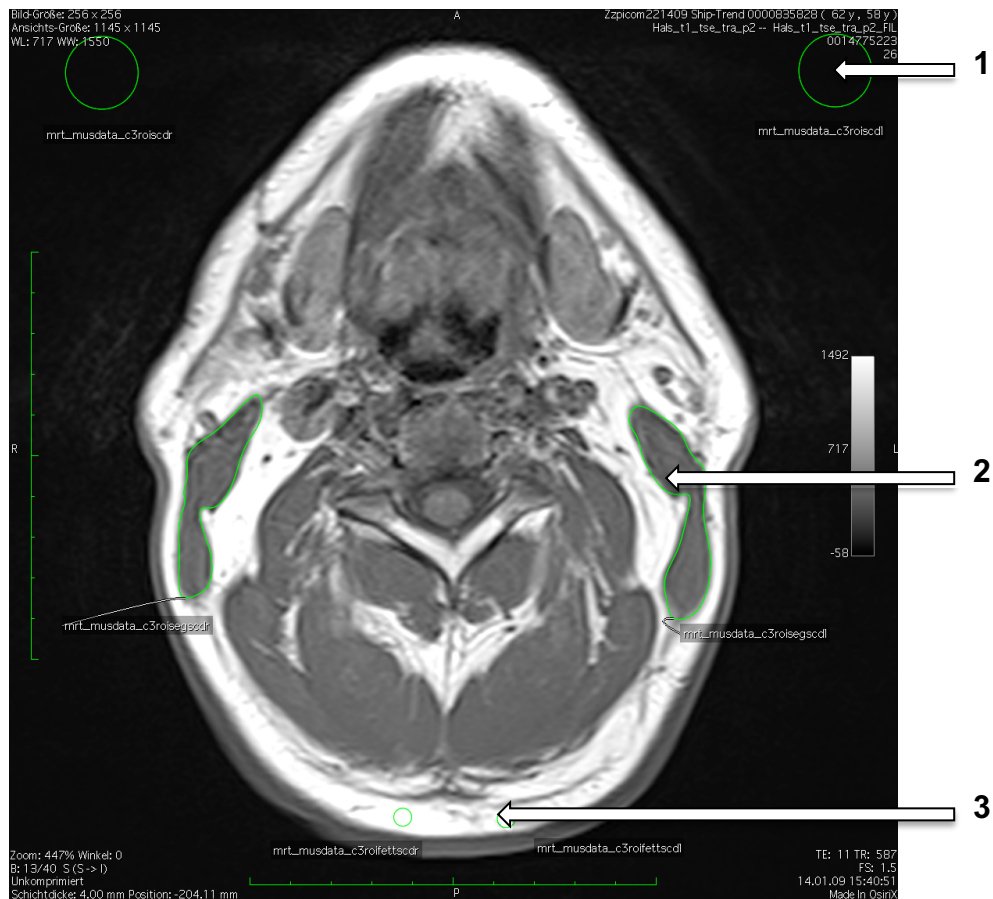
Axiale MRT-Schichtaufnahme eines 58-jährigen männlichen Probanden auf Höhe des dritten Halswirbels, 1 Hintergrund ROI rechts, 2 ROI des M. sternocleidomastoideus rechts, 3 ROI im Fettgewebe der Hinterhauptregion rechts
